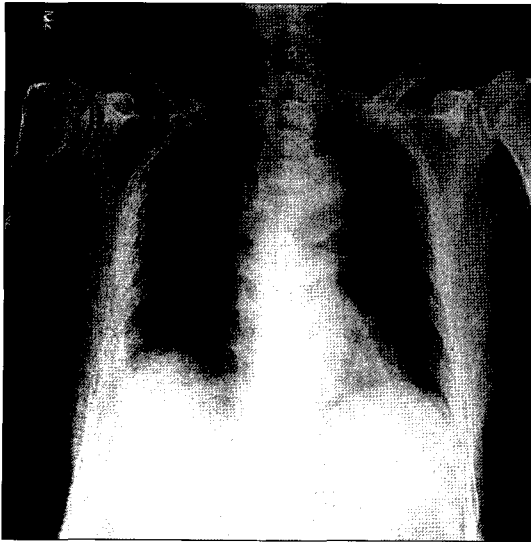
Preoperative chest x-ray shows mild cardiomegaly.
